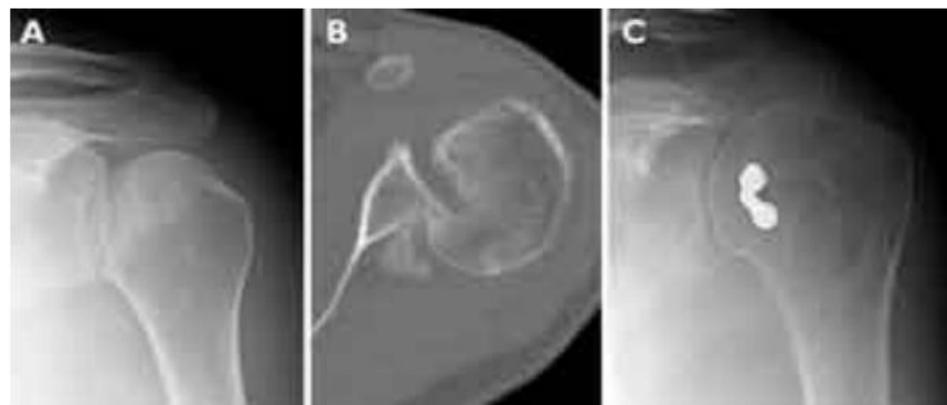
A) Luxación posterior de hombro prácticamente imperceptible en la radiografía anteroposterior. B) Mediante TAC se confirma la luxación. C) Tratamiento mediante transposición del troquín.
